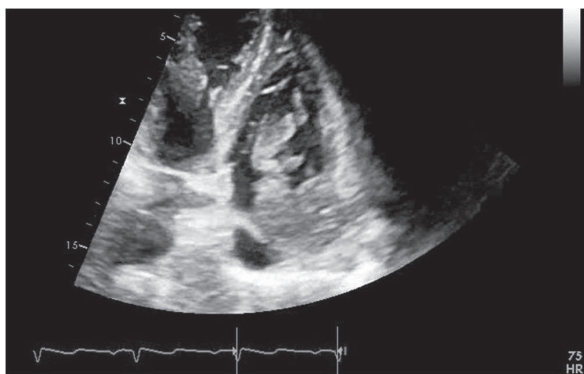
Echocardiography shows a giant hyperechoic mass with mobility stretching from the right atrium to the right ventricle (before commencing sunitinib therapy this abnormality had not been evident).
